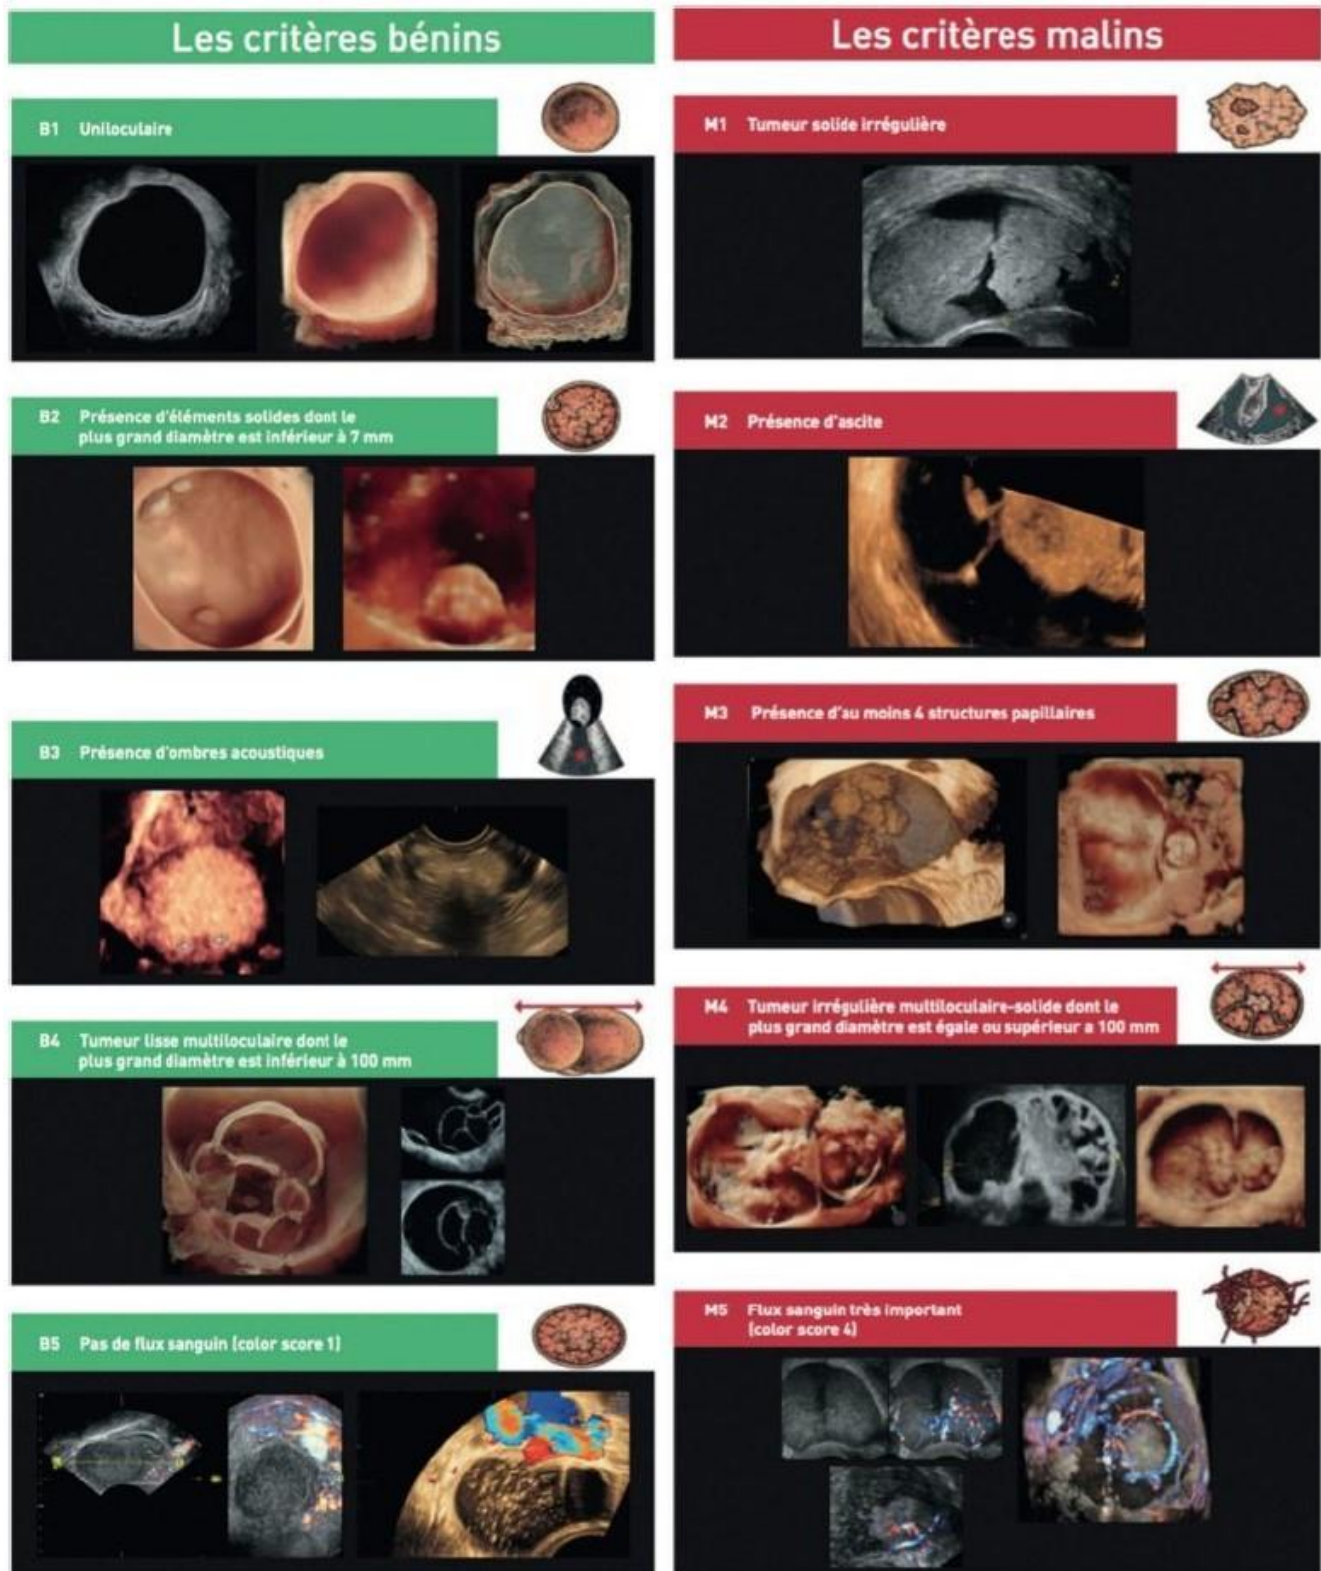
Les critères échographiques simples du diagnostic du cancer de l'ovaire (poster). IOTA, 2016. [80]
